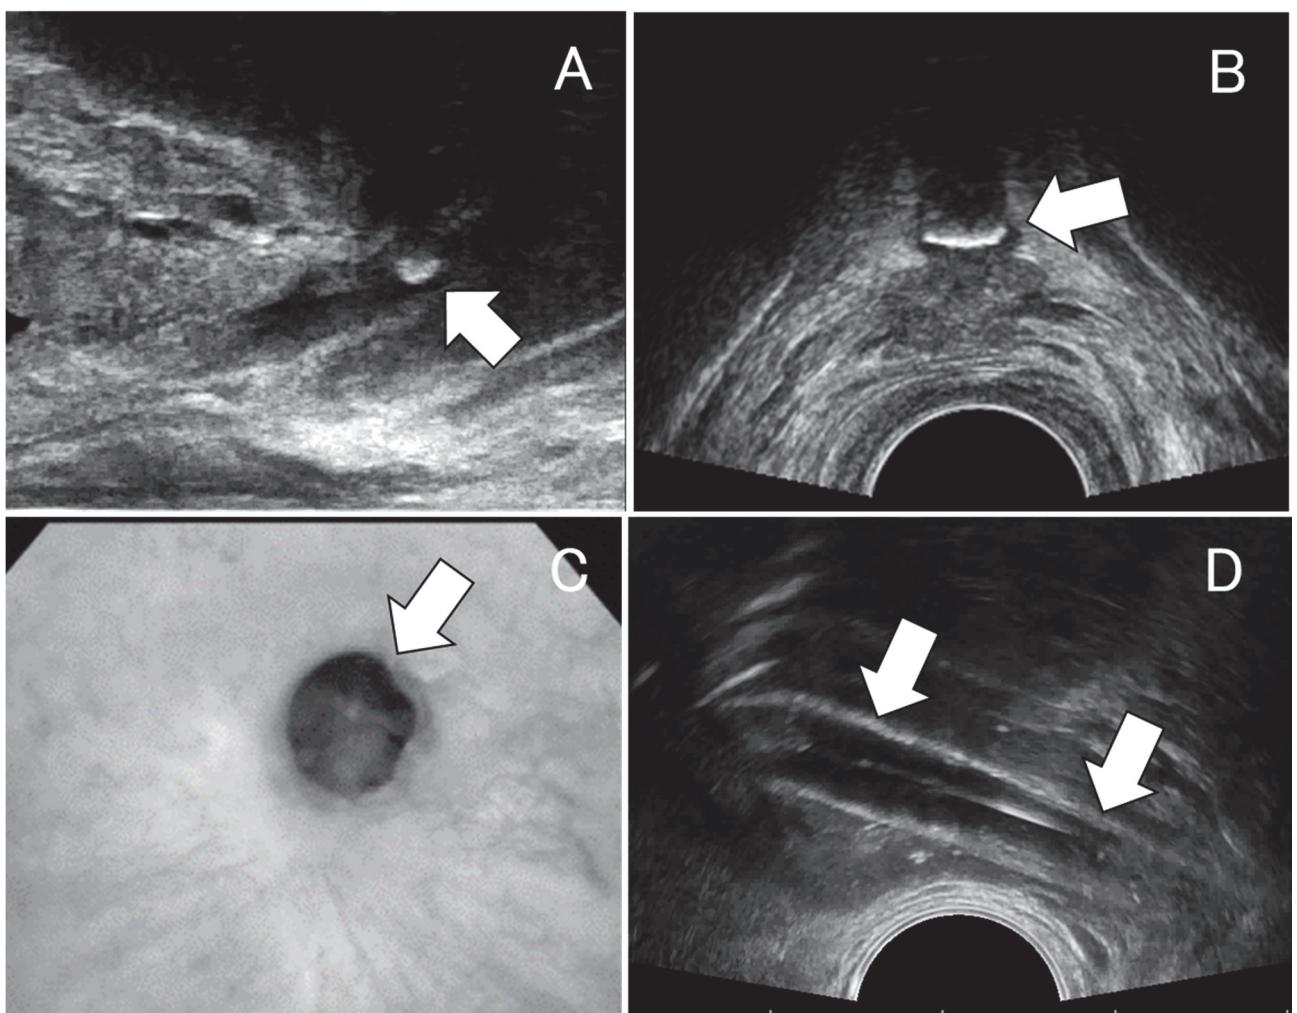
尿道結石陥頓の超音波、尿道鏡の画像と尿道狭窄バルーン拡張時の超音波画像
